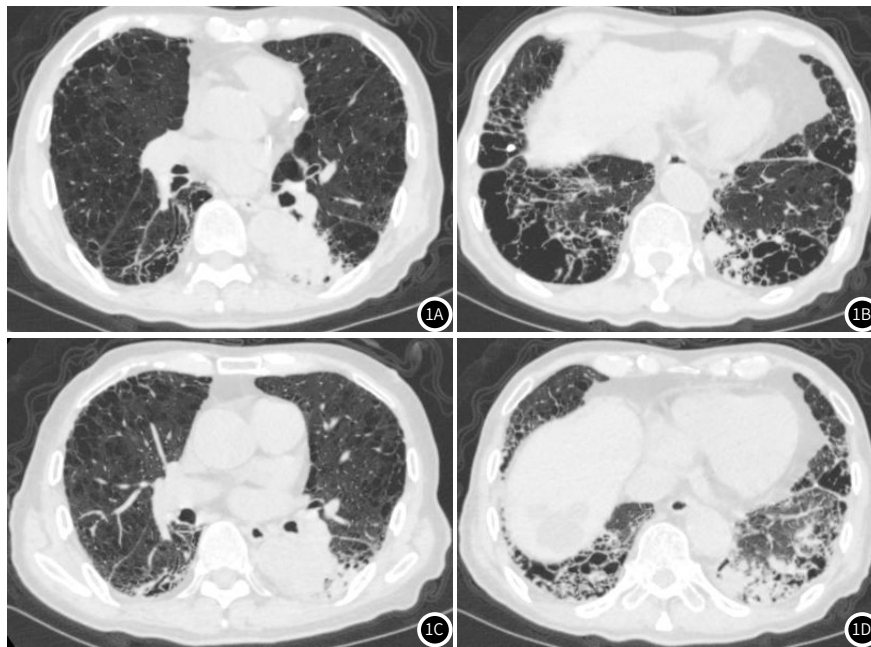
COPD患者双气相CT扫描结果。图1A、1B: 吸气相;图1C、1D: 呼气相。
